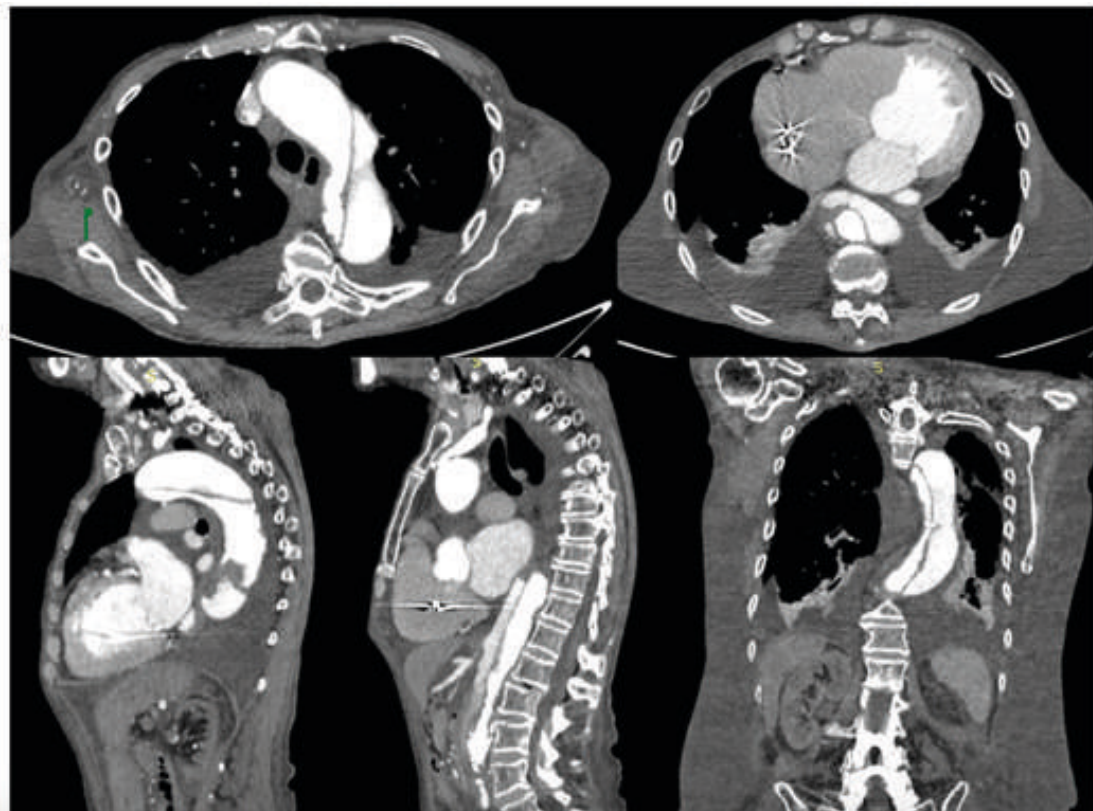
Angiotomografía de aorta torácica.
